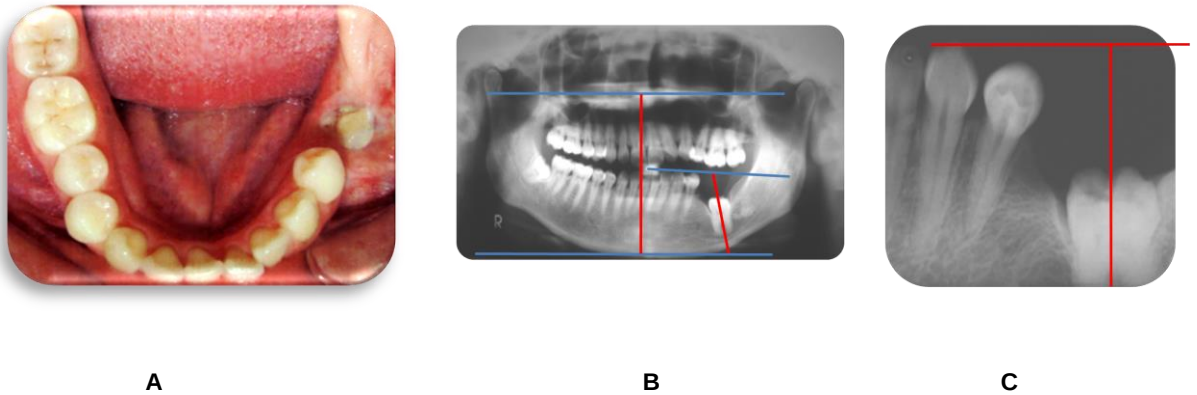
Diente 37. A. Fotografía intraoral; B. Radiografía panorámica; C. Radiografía periapical
